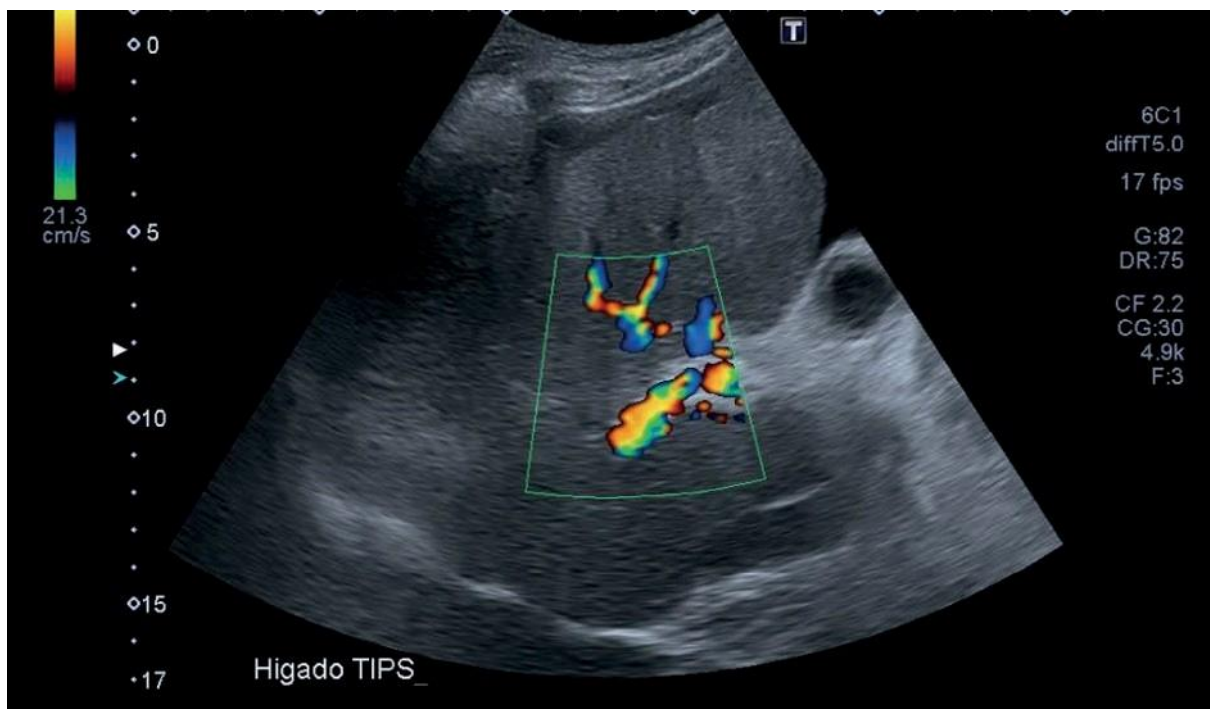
Imagen obtenida por eco-Doppler que muestra la permeabilidad y flujo adecuado del TIPS después de la crisis hipertensiva y su control con clevidipino.
